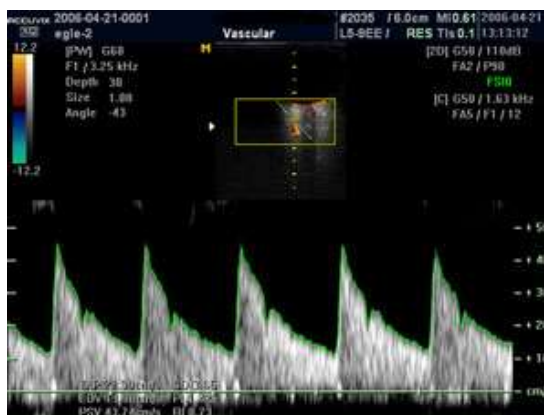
Imagen de ecografía doppler.
